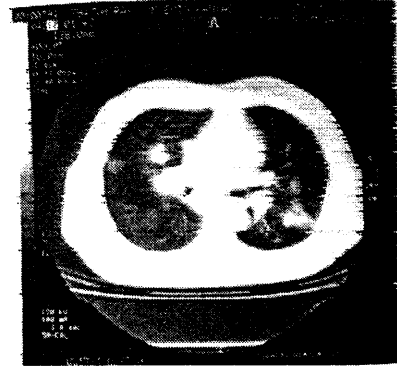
Hastanın 2 ay sonraki grafisi
